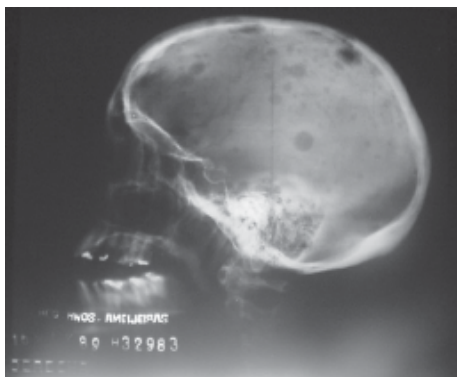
Radiografía lateral de cráneo. Mieloma múltiple: lesiones en cabocado.
